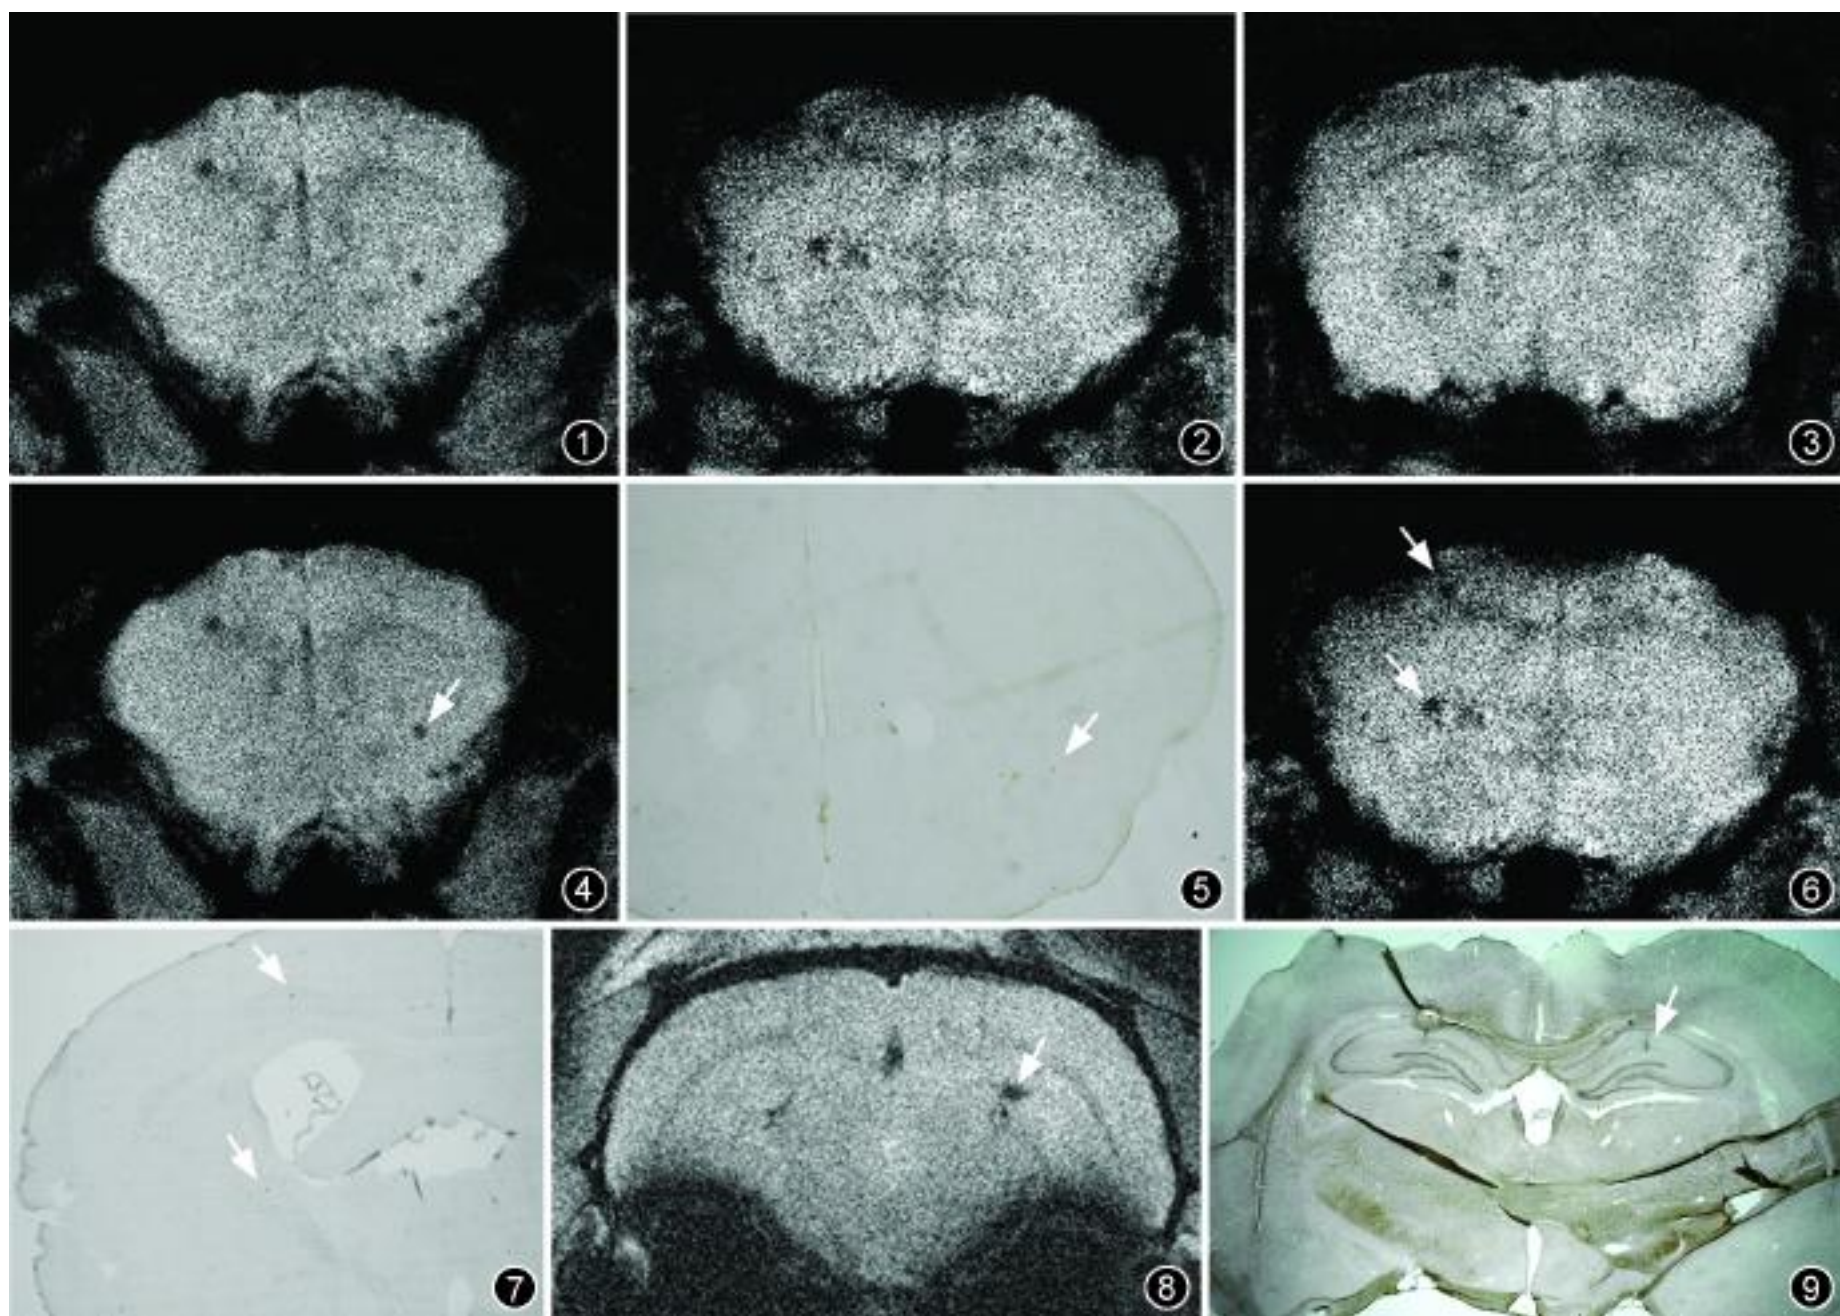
~3 示正常大鼠脑组织冠状面不同层面上超顺磁氧化铁颗粒 (SPIO) 标记的小胶质细胞 MRI, 标记细胞中 SPIO 引起周围大鼠脑组织信号强度减弱, 在大鼠脑内呈一些分散的暗点 图 4, 5 示正常大鼠脑内标记细胞的 MR 影像, 标记细胞中 SPIO 引起周围大鼠脑组织 MRI 信号强度减弱, 形成暗点 (箭) 图 6, 7 示 MR 成像相应部位大鼠脑组织切片普鲁士蓝染色结果 ($\times 4$)。标记细胞中铁离子经普鲁士蓝染色呈现蓝色 (箭)。将图 4, 5 分别与图 6, 7 相比较, MR 影像中暗点与普鲁士蓝染色中蓝染细胞位于相同的位置 图 8 示 AD 大鼠模型脑内标记细胞的 MR 影像, A 42 注射区有清晰的 MRI 信号改变 (箭); 对侧生理盐水注射区 MRI 信号改变不明显 图 9 示普鲁士蓝染色结果 ($\times 2$)。A 42 注射区可见大量蓝染的小胶质细胞聚集 (箭), 而生理盐水注射区则少见阳性细胞
